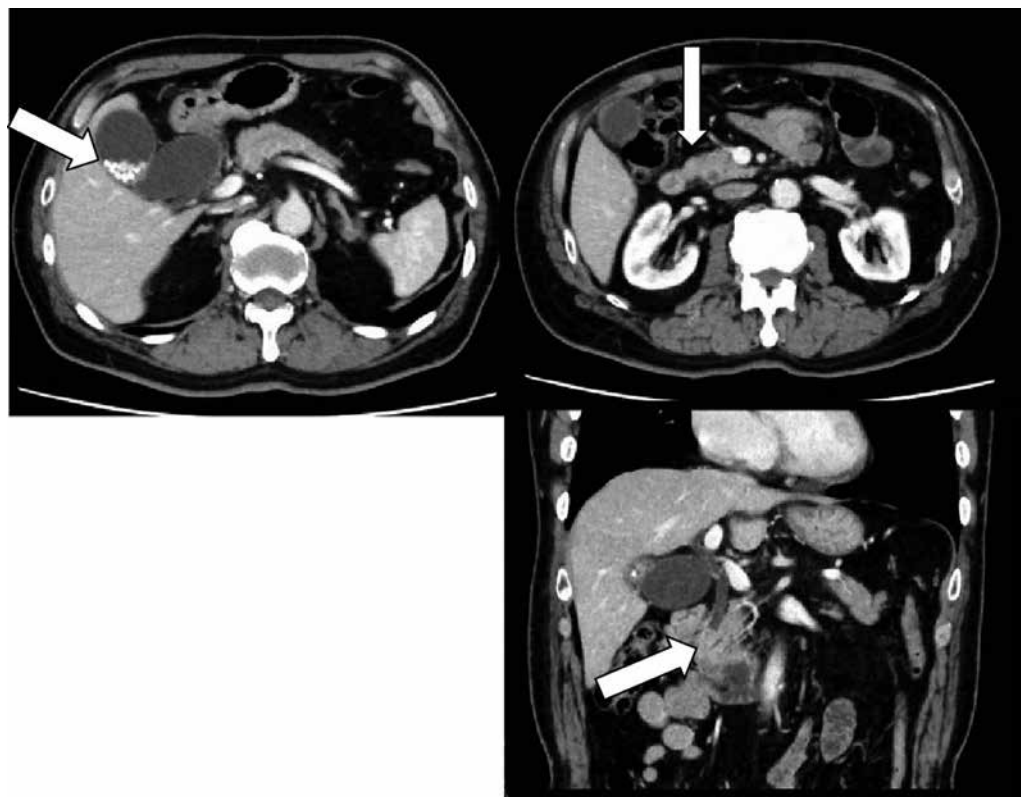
腹部造影CT所見：多数の胆嚢結石が認められた。遠位胆管には壁肥厚認め胆管癌が強く疑われた。
